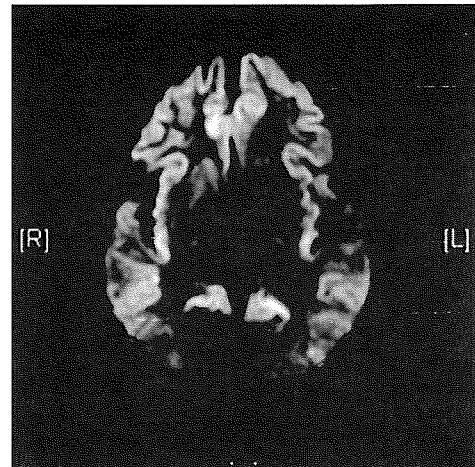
V180I変異による遺伝性CJDの脳MRI拡散強調画像
